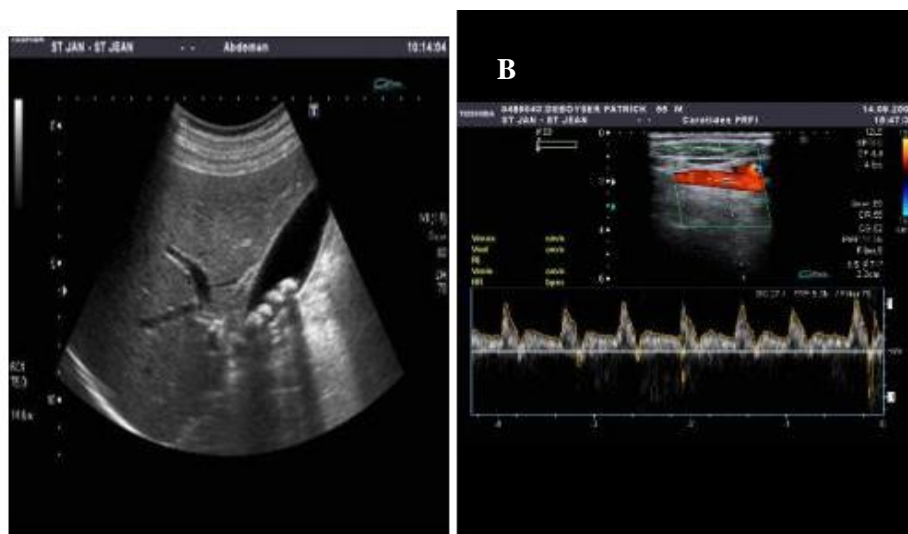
A. image prise par échographie, B. image prise par écho-doppler
